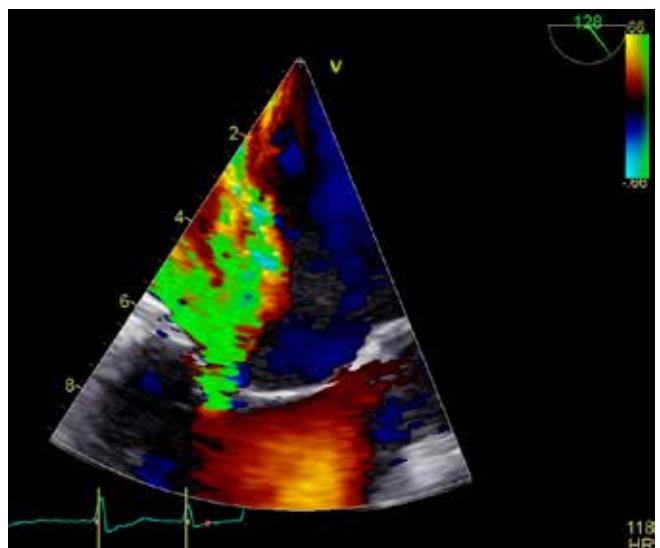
A transesophageal echocardiogram confirmed restricted mitral valve leaflets resulting in incomplete coaptation and severe mitral regurgitation in an eccentric lateral flow
